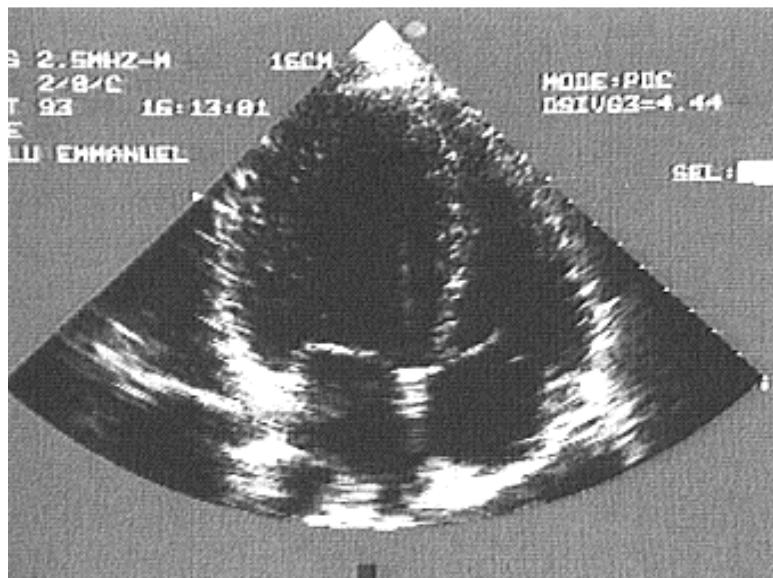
Myocardiopathie dilatée en échocardiographie 2D : dilatation du VG.
